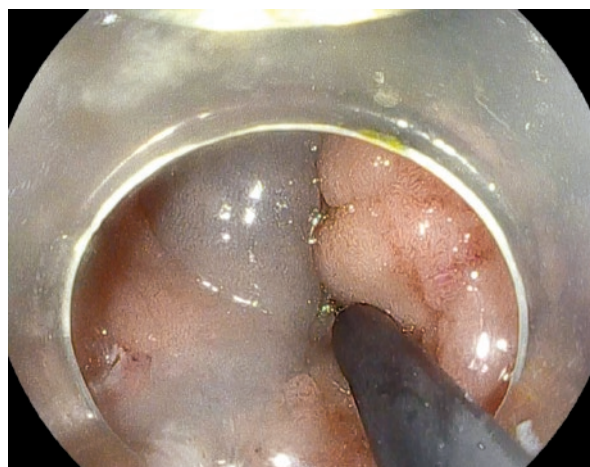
Инъекция в подслизистый слой раствора гелофузина с индигокармином
